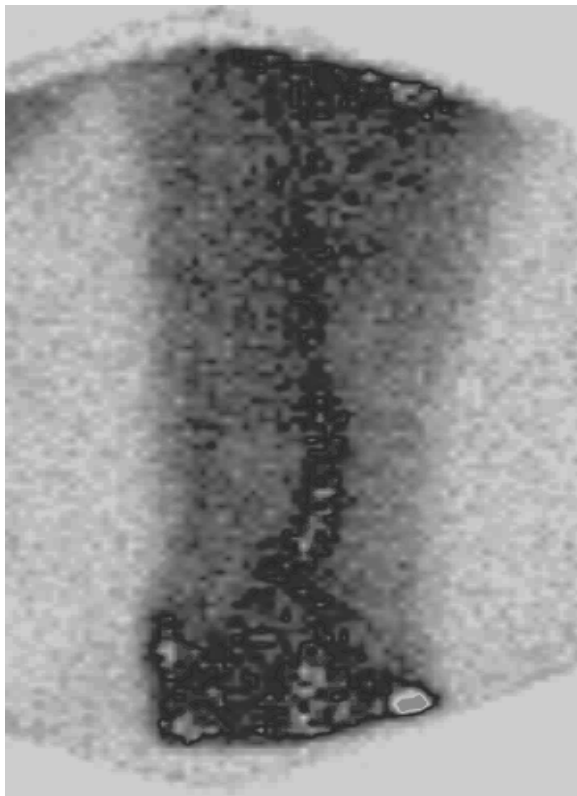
Флебосцинтиграма в горизонтальному положенні: НПВ прохідна
